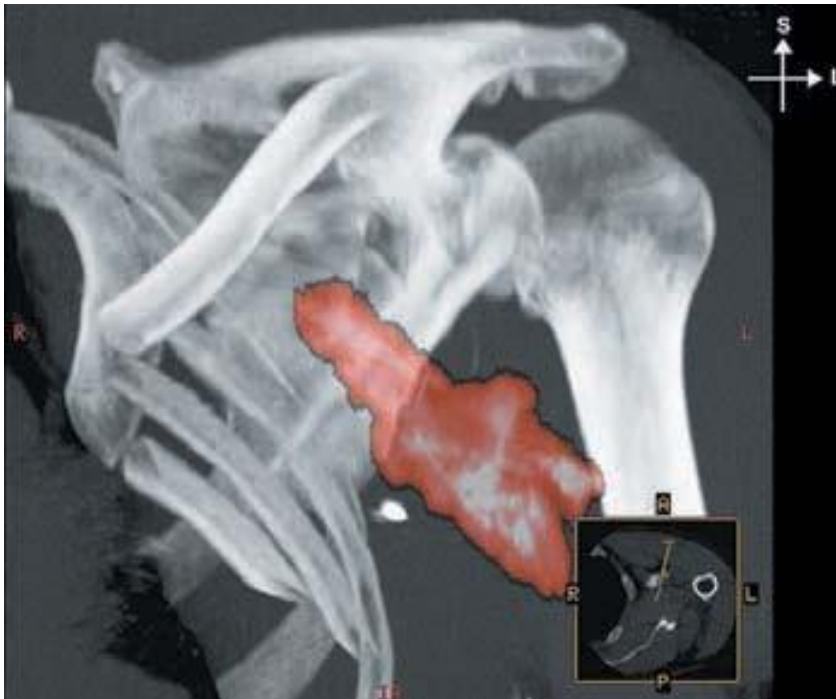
MRI de contraste en que se observa dispersión del líquido inyectado después de la inyección a través de un catéter permanente.
